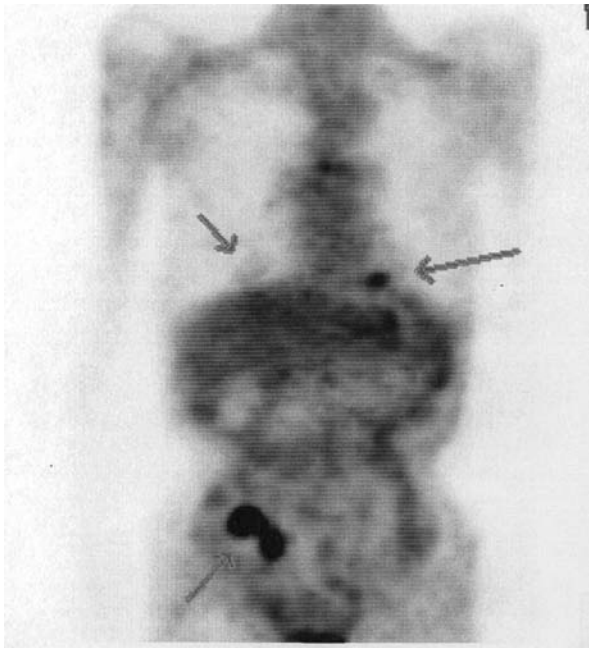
PET examination shows accentuated accumulation at 3 sites of the body (arrows).
